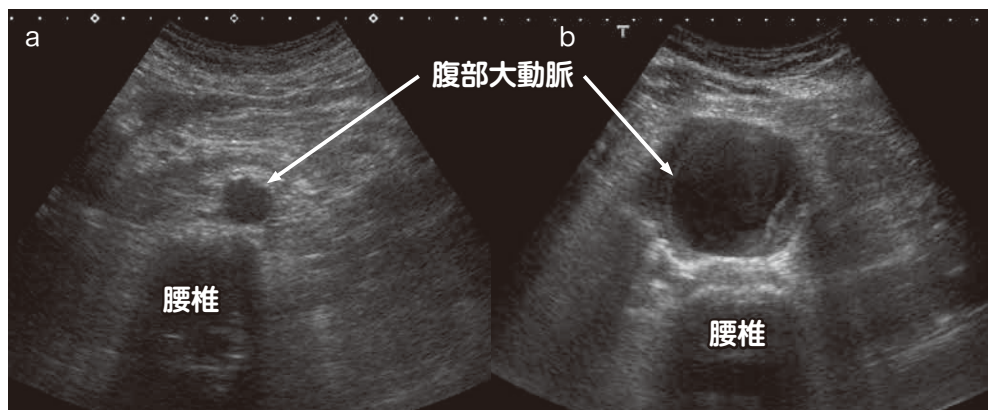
74 歳男性 腹部超音波検査時に腹部大動脈瘤を指摘し緊急入院となった症例
